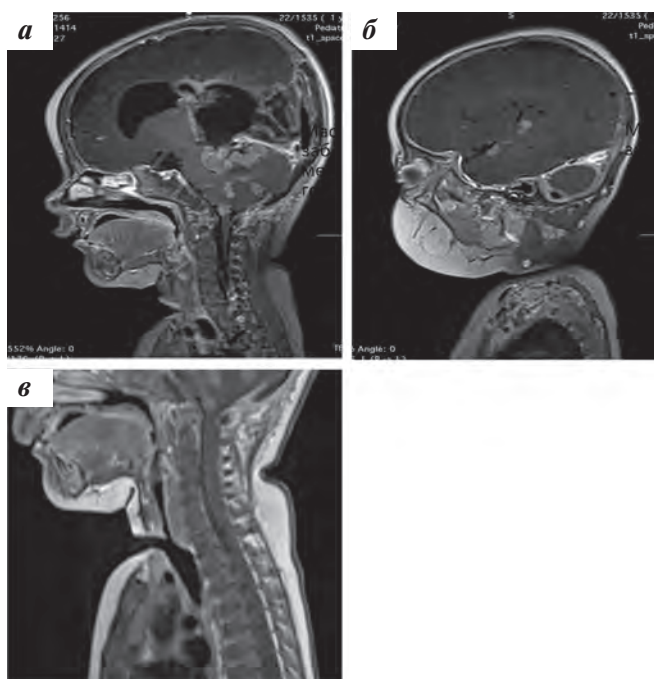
МРТ в режиме T1 с контрастированием: прогрессия заболевания, распространение процесса по оболочкам головного и спинного мозга с метастазами в височной области, полушариях мозжечка
